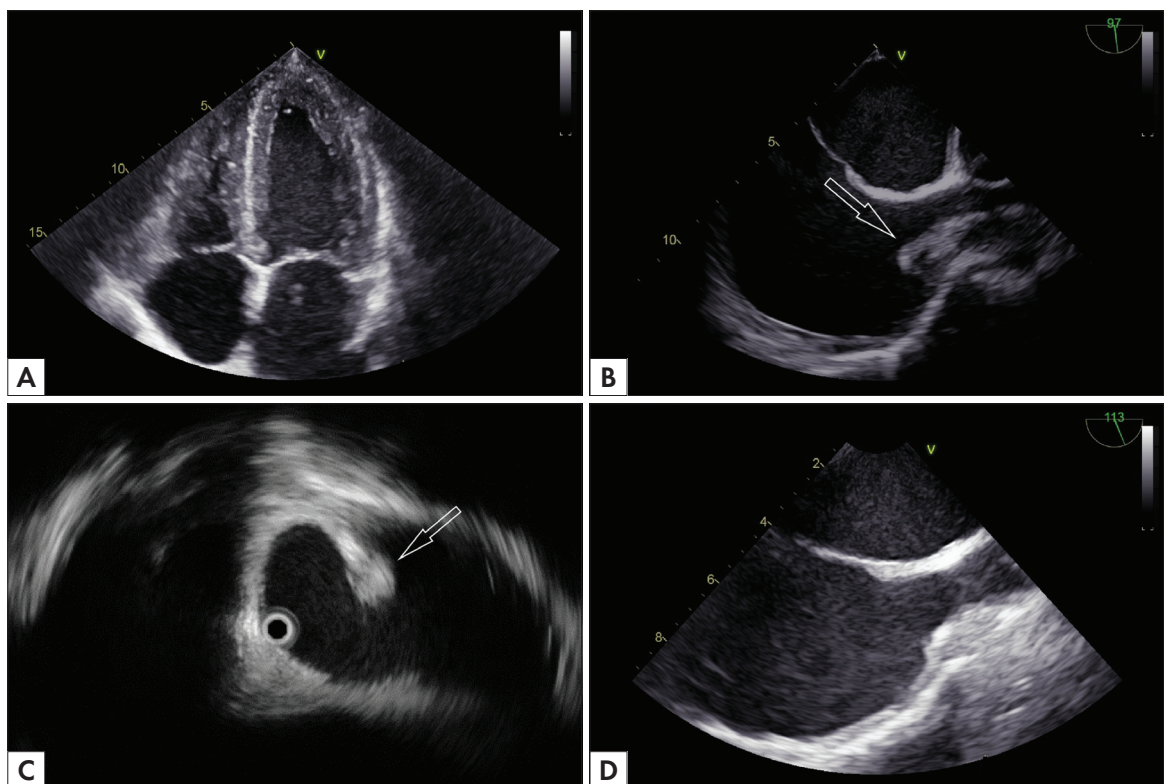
А. ТТ ЭхоКГ, апикальный доступ, 4-х камерная позиция. В. ЧП ЭхоКГ, бикавальная позиция, стрелкой обозначен ФК. (Видео 2 в Приложении). С. Внутрисосудистое УЗИ (из архива хирурга проф. д.м.н. А.Г. Осиева, АО Медси2), стрелкой обозначен ФК. Д. ЧП ЭхоКГ после проведения баллонной ангиопластики устья ВПВ.
